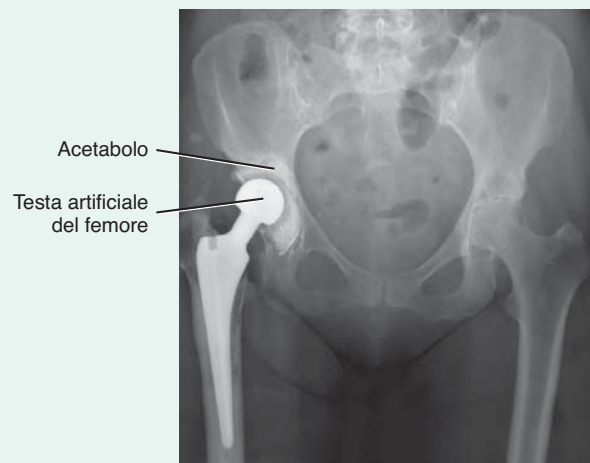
Radiografia, con veduta antero-posteriore, della pelvi, effettuata dopo la sostituzione totale dell'anca destra. Si notano anche alterazioni degenerative significative all'anca sinistra, che dovrà essere anch'essa sostituita.
